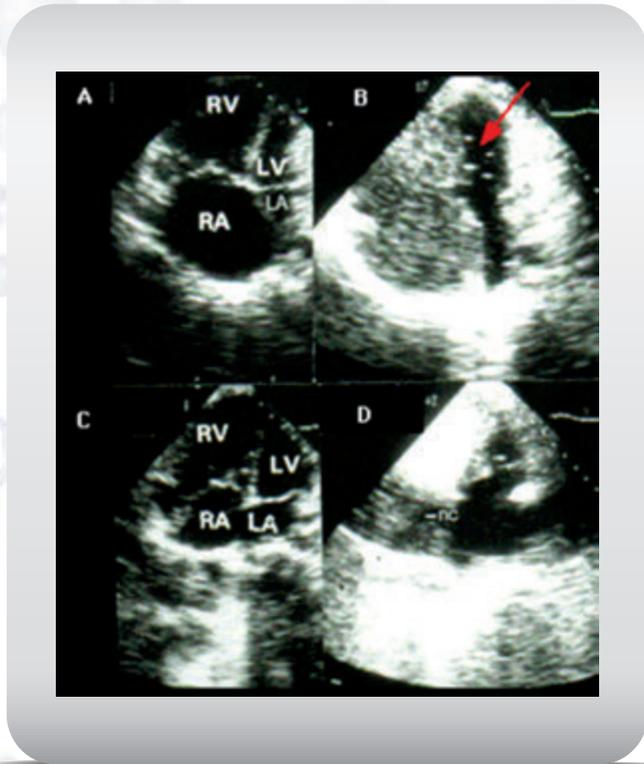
Ecocardiograma apical de 4 cámaras con y sin contraste salino mostrando agrandamiento de las cavidades derechas.
